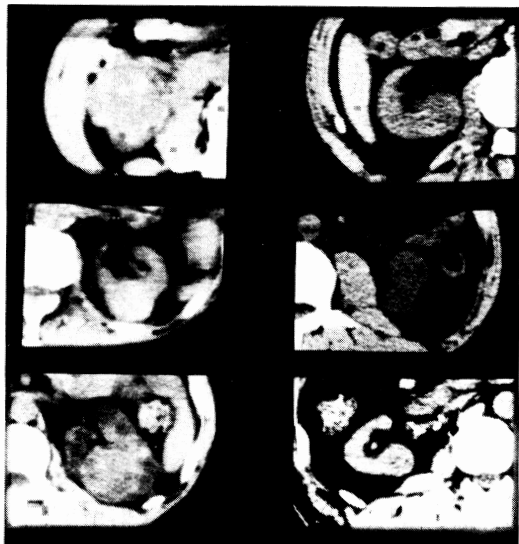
我々が経験した透析患者の腎癌例のCT像（最近の6症例）。
